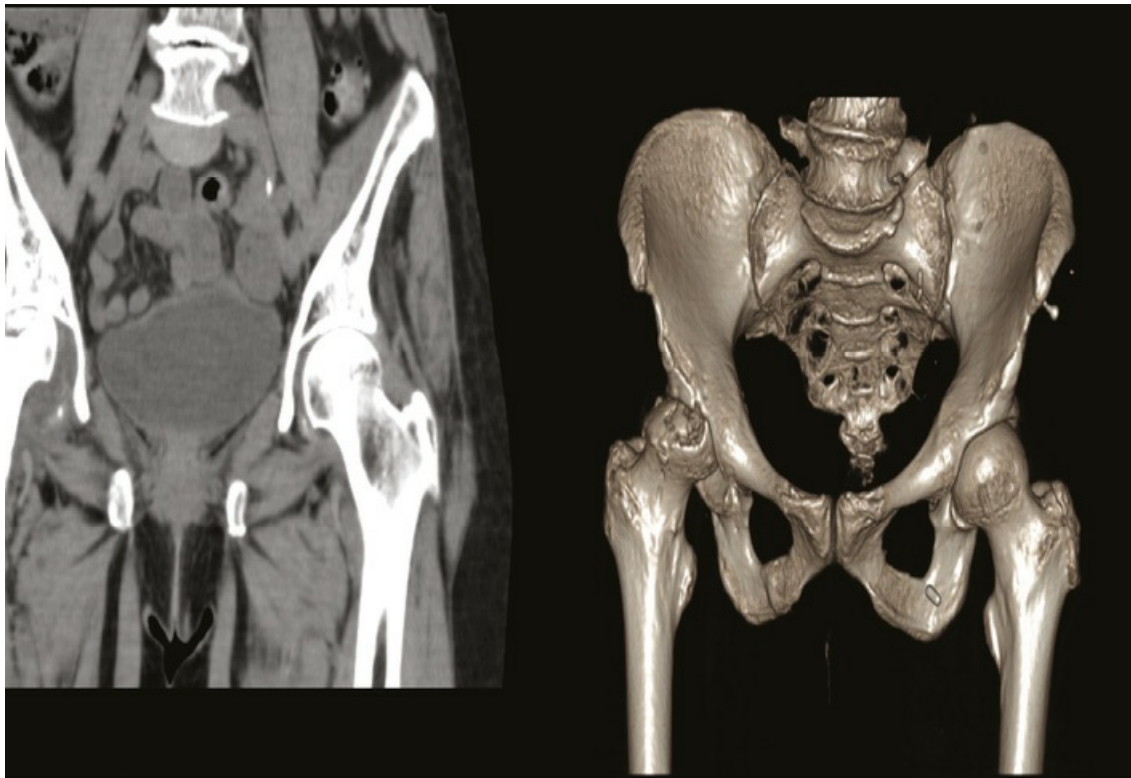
CT de bacia e reconstrução em 3D – GSP, mulher, 82 anos. ON cabeça femoral D com alterações degenerativas secundárias
